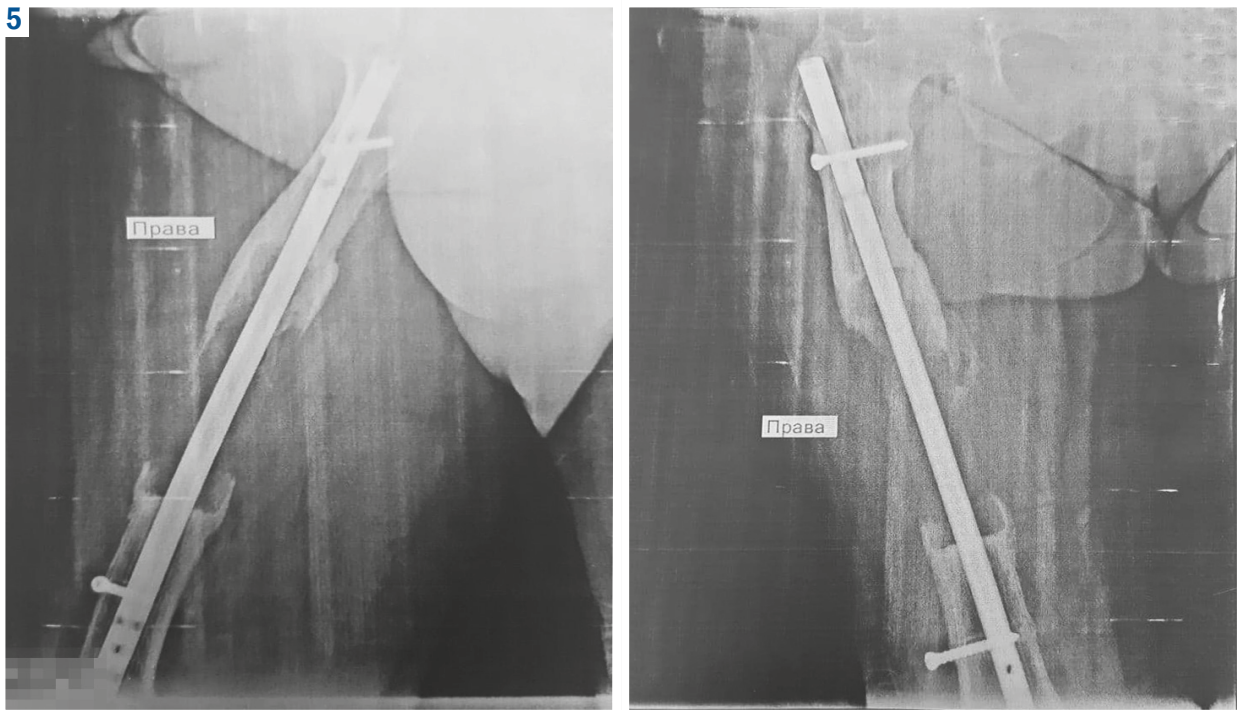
Фотовідбитки рентгенографії правого стегна через 2 роки.
